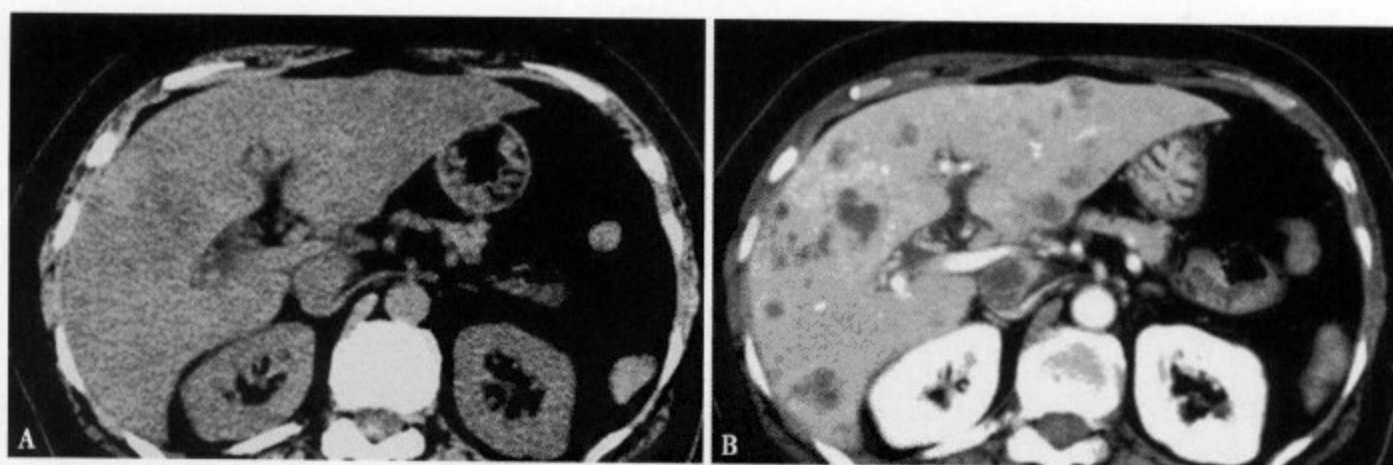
CT 平扫 (A) 肝实质密度普遍减低 (脂肪肝)，但未见明显病灶；增强 CT 门静脉期 (B) 肝内显示大小不一弥漫分布的低密度结节灶，边缘有不同程度的环形强化
